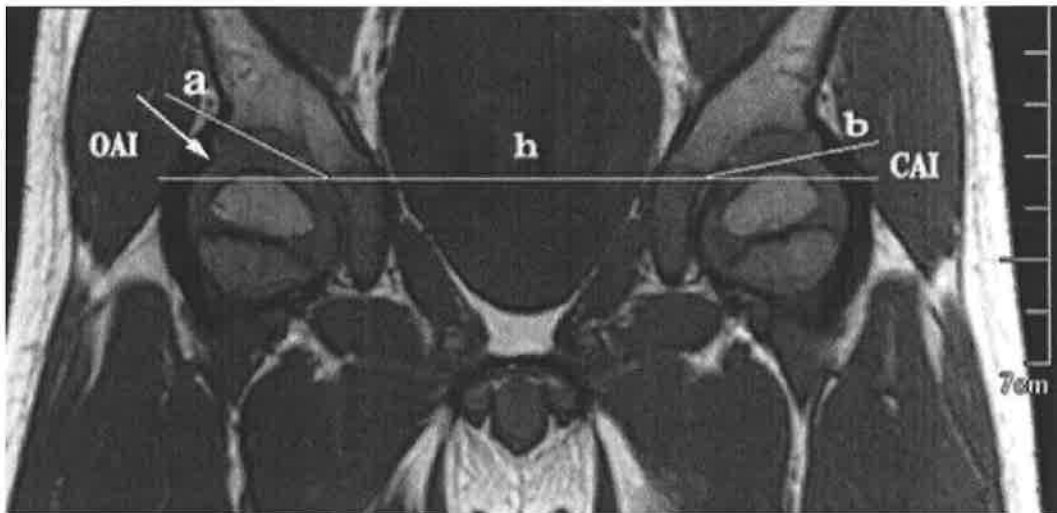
Imagen de resonancia magnética (RM), en proyección coronal y secuencia de T1 a nivel de la cadera que muestra el índice acetabular. *
